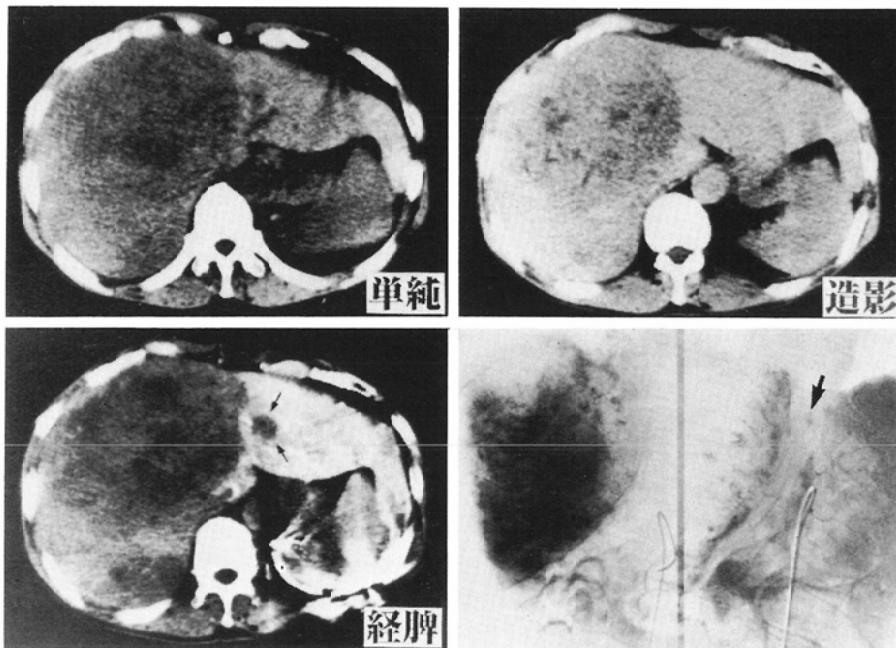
Two lesions in the right lobe are well visualized with CT and portography with a metastatic nodule in lateral segment (arrow) also detected.
